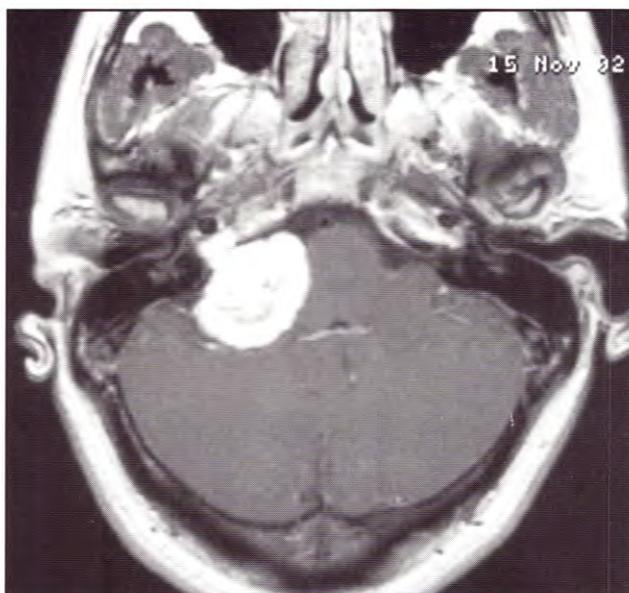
IRM en secuencia T1 con gadolinio donde se evidencia lesión en el ángulo pontocerebeloso derecho.
